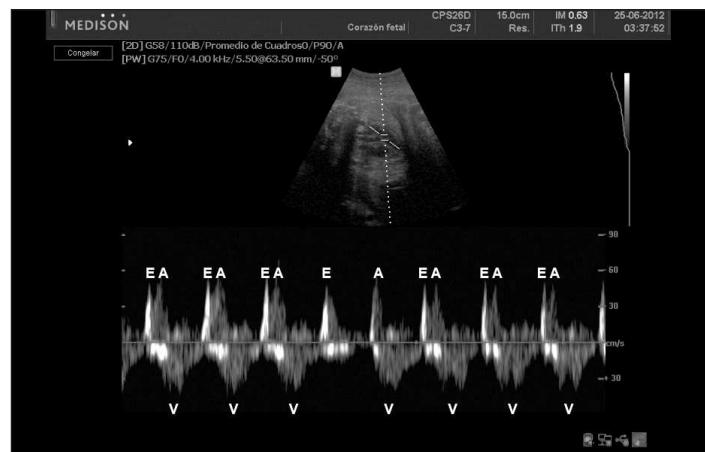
Doppler espectral simultáneo del inlet y del outlet del ventrículo izquierdo, en la mitad del registro se observa la ausencia de una onda A y la consecuente ausencia de una onda V, pausa sinusal.
